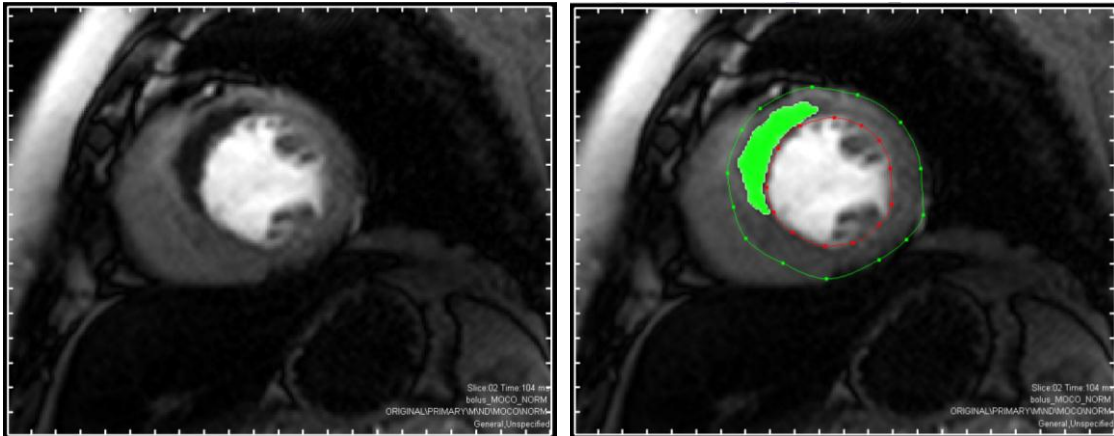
Mikrovaskuläre Obstruktion: kardiales MRT, kurze Achse; Links: MRT eines Myokardinfarktes in der First Pass Perfusion; Rechts: Bild nach Bearbeitung mit „Segment“, rote Linie mit roten Punkten = Endokard, grüne Linie mit grünen Punkten = Epikard, grüne Fläche = Mikrovaskuläre Obstruktion; MRT-Parameter: First Pass Perfusion SSFP-Sequenz, Matrix, 192x174, SLT: 8,0mm, TE: 1,4
